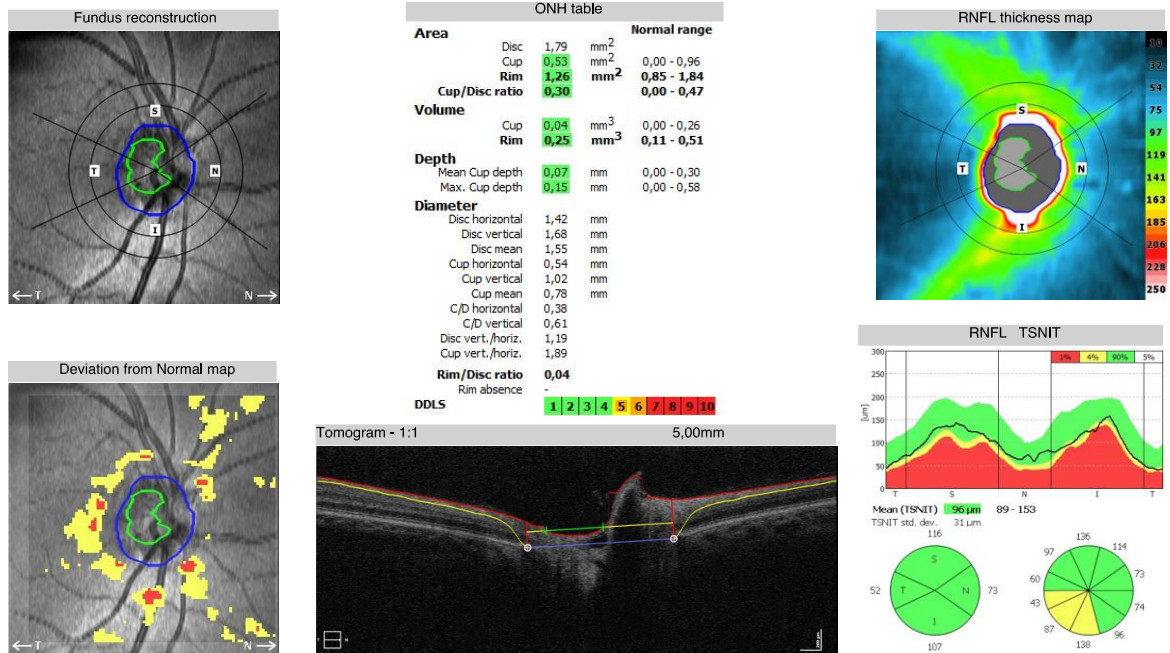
Пример томограммы, полученной с помощью ОКТ, у пациентки с БП.
